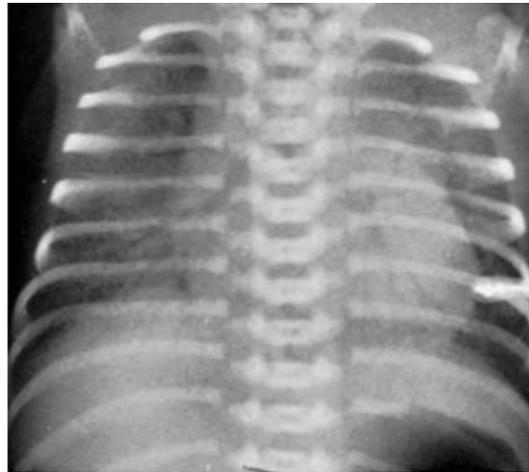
Radiografía de tórax de un neonato con enfermedad de membranas hialinas (19)
